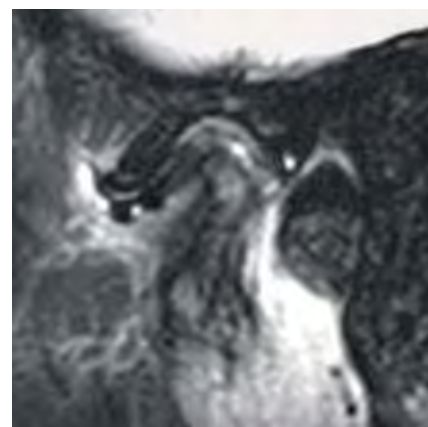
Auf der T2-gewichteten, parasagittalen MRT-Aufnahme desselben Kiefergelenks wie in Abbildung 10 ist der Diskus nun deutlich unterhalb des Tuberculum articulare auszumachen. Eine Ergussbildung ist ebenfalls unterhalb und anterior des Diskus zu erkennen.
